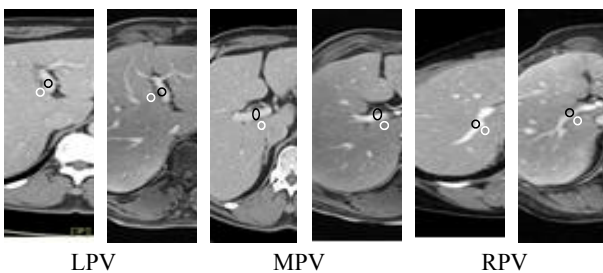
ROI images of CT(left) and MRI(right) for data analysis. LVP: Left Portal Vein, MPV: Middle Portal Vein, RPV: Right Portal Vein.
